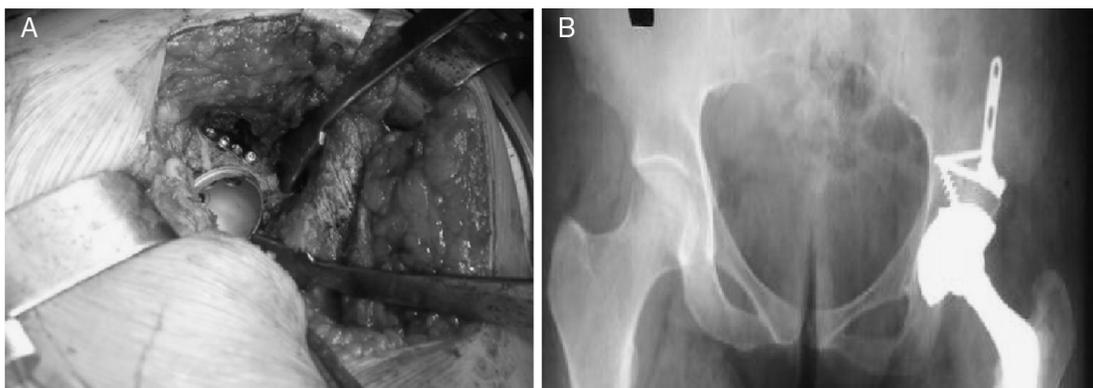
Fixação rígida do autoenxerto para reconstrução do acetábulo com placa de Allis que mostra imagem intraoperatória (A) e radiografia da bacia em incidência ântero-posterior pós-operatória que evidencia a reconstrução acetabular (B).
